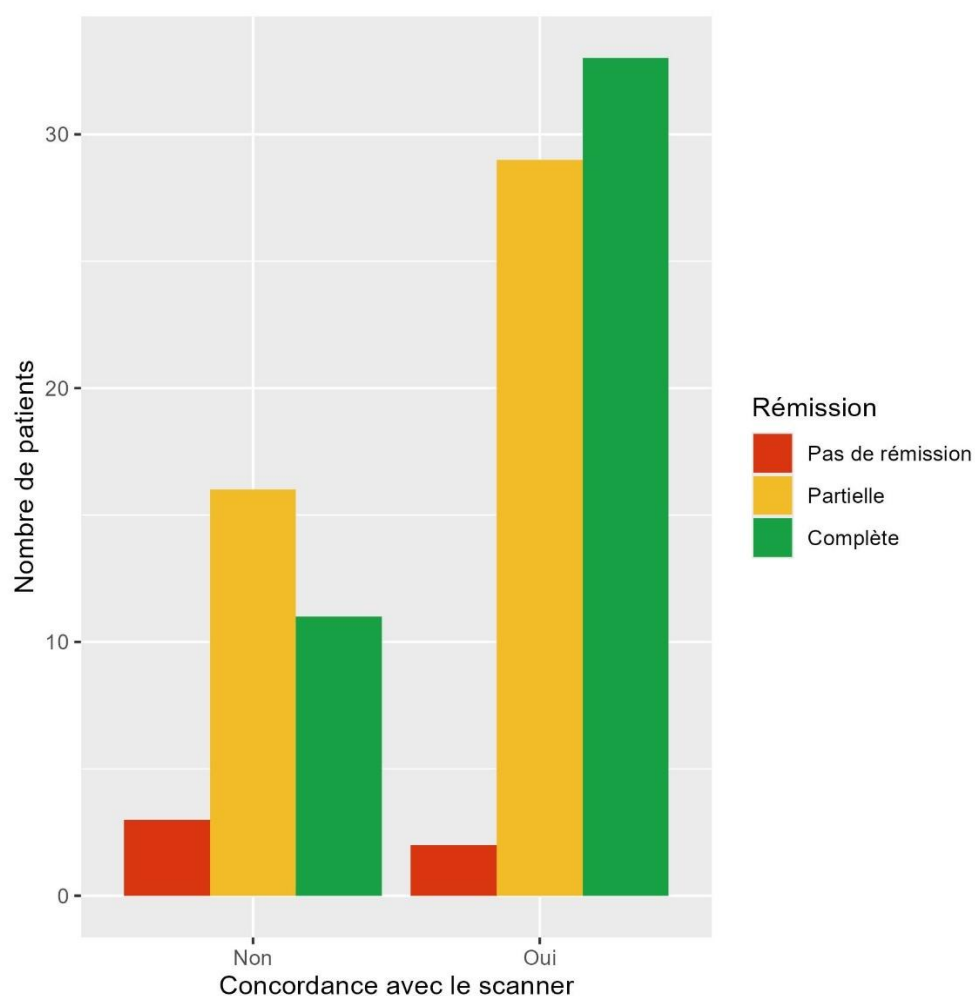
taux de rémission en fonction de la concordance entre le résultat de la TDM et du KTVS
